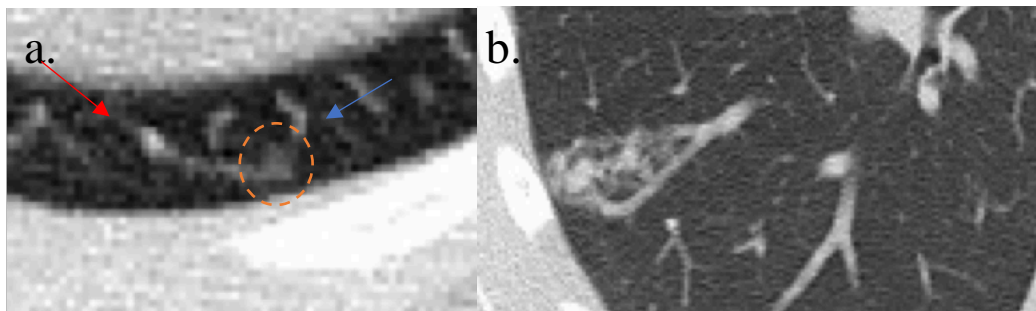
MAVPs télangiectasiques au TDM. (a) Nidus millimétrique en verre dépoli difficilement visible (cercle), petits vaisseaux afférent et efférent (flèches bleue et rouge). (b) Enchevêtrement de vaisseaux et nidus difficilement délimitables.
